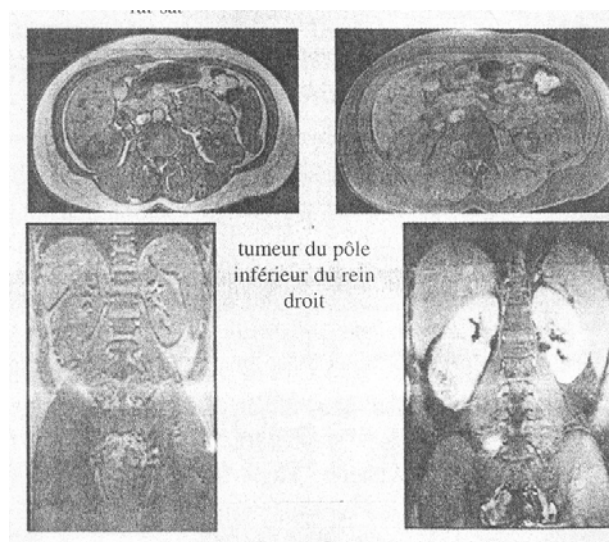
Tumeur du pôle inférieur du rein droit à l'IRM (Rapport du congrès 2003 de l'AFU).
